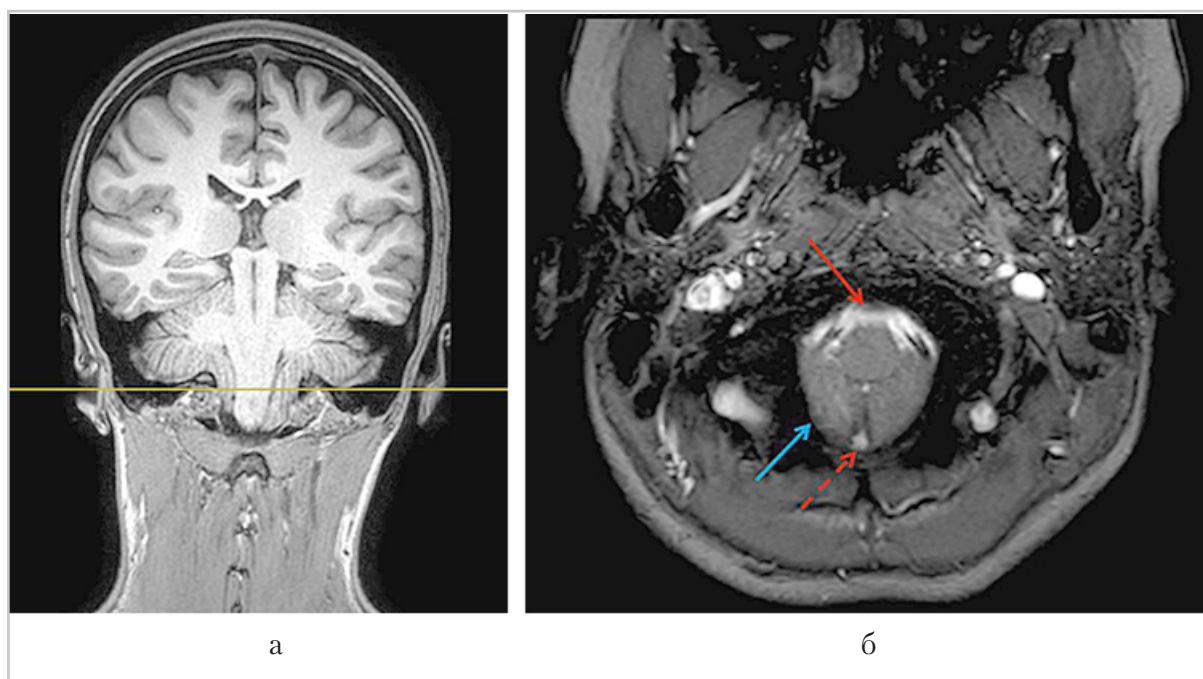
МР-томограммы пациентки с аномалией Киари I типа: *а* — T1-ВИ во фронтальной плоскости — визуализируется расположение миндалин мозжечка ниже уровня большого затылочного отверстия; *б* — CSF-QF в аксиальной плоскости на уровне большого затылочного отверстия — гиперинтенсивный сигнал от пульсирующего ликвора в переднем компартменте субарахноидального пространства (*красная стрелка*), в заднем компартменте визуализируются миндалины мозжечка (*синяя стрелка*) с небольшим участком пульсирующего ликвора между ними (*красная пунктирная стрелка*)
